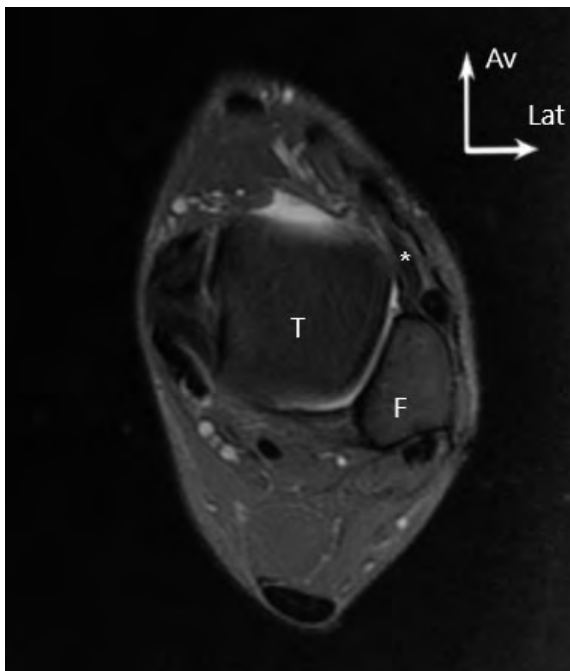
IRM coupe axiale DP FS d'un LTFG reconstruit (étoile) évalué à 1 sur l'échelle d'Howel (T : talus, F : fibula)
